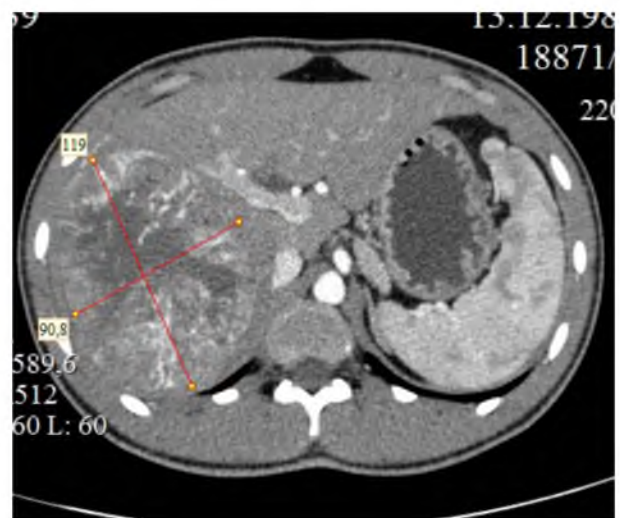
СКТ брюшной полости. Артериальная фаза. Гепатоцеллюлярный рак 5, 6, 7, 8 сегментов печени. Визуализируется правая ветвь воротной вены, прилежащая к медиальному контуру опухоли.
